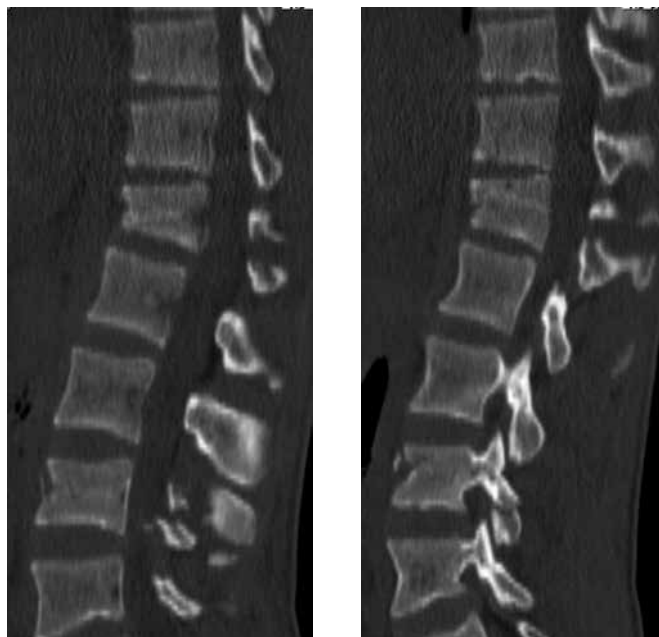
КТ пояснично-крестцового отдела позвоночника пациента М. до оперативного лечения
